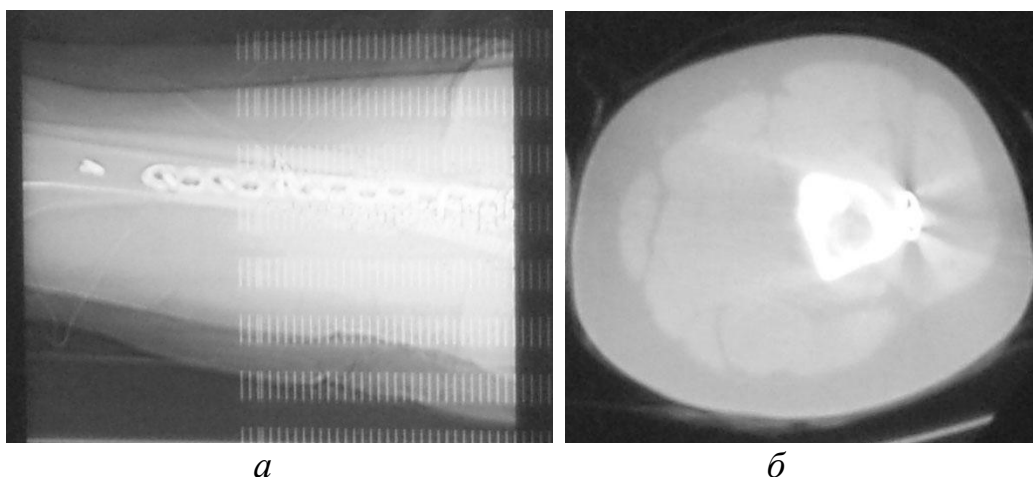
Компьютерная томография ложного сустава левой бедренной кости через 6 мес. после реконструктивной операции. На рис. б определяется консолидация в условиях накостного остеосинтеза.
